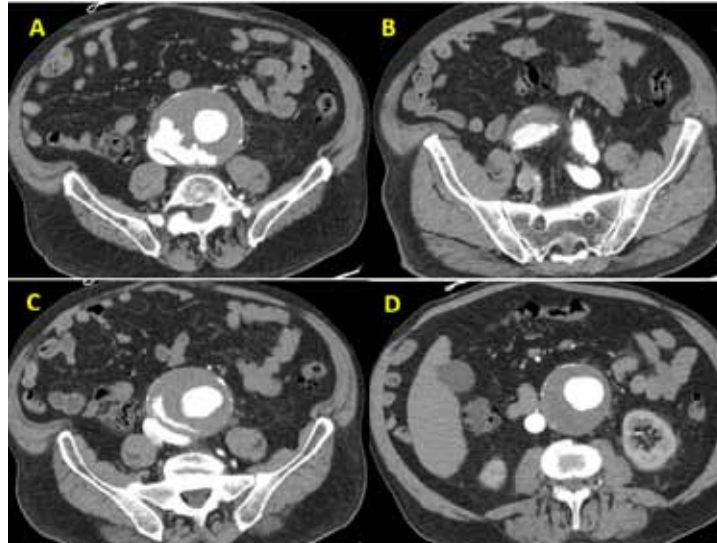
A: Angio TC de aorta que muestra aneurisma de aorta abdominal en el que se observa trombo mural con presencia de contraste en su interior, hallazgos en relación con ulceración del trombo mural. B: paso precoz de contraste hacia la vena ilíaca izquierda (caudal al aneurisma de aorta y a la vena cava), sugestivo de fistula aortocava. C: paso precoz de contraste en la vena cava proximal al aneurisma, hallazgo en relación con fistula aortocava. Se identifica también la presencia de contraste en el espesor del trombo mural. D: relleno de contraste de la vena cava y la arteria aorta.
